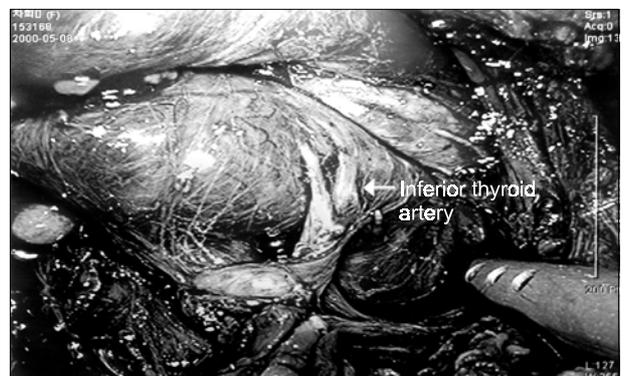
The inferior thyroid artery, vein and middle thyroid vein are identified and divided with ultrasonically-activated scalpel.
